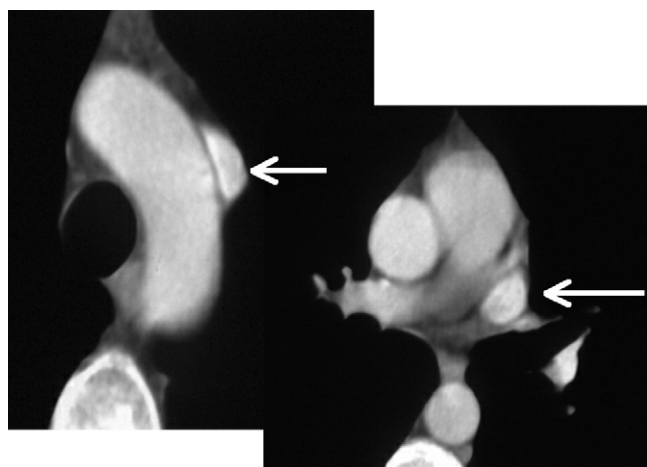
TDM en coupe axiale à deux niveaux : veine cave supérieure gauche (flèches).
